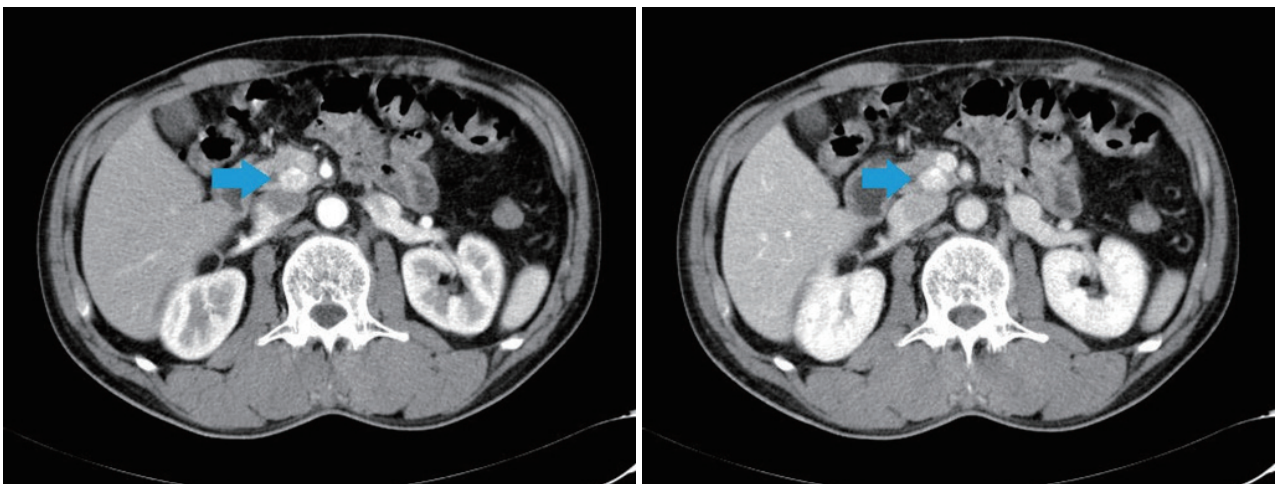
Abdomen-Pelvis computed tomography (CT) scan. 1.7 cm sized well enhancing mass in pancreas uncinus process.
